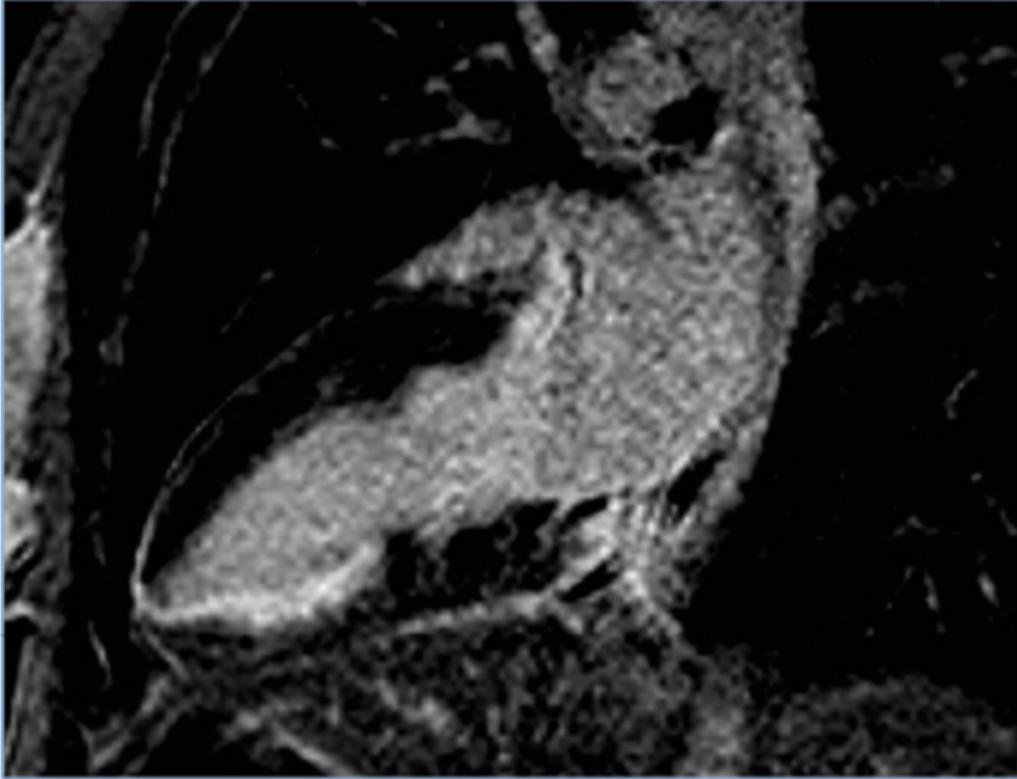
b. Paciente ingresado por SCA no ST con CCG sin lesiones significativas En la secuencia RTG se observa necrosis subendocárdica inferoapical e inferior medioventricular. La afección segmentaria y subendocárdica sugieren etiología isquémica y por lo tanto diagnóstico de MINOCA.
